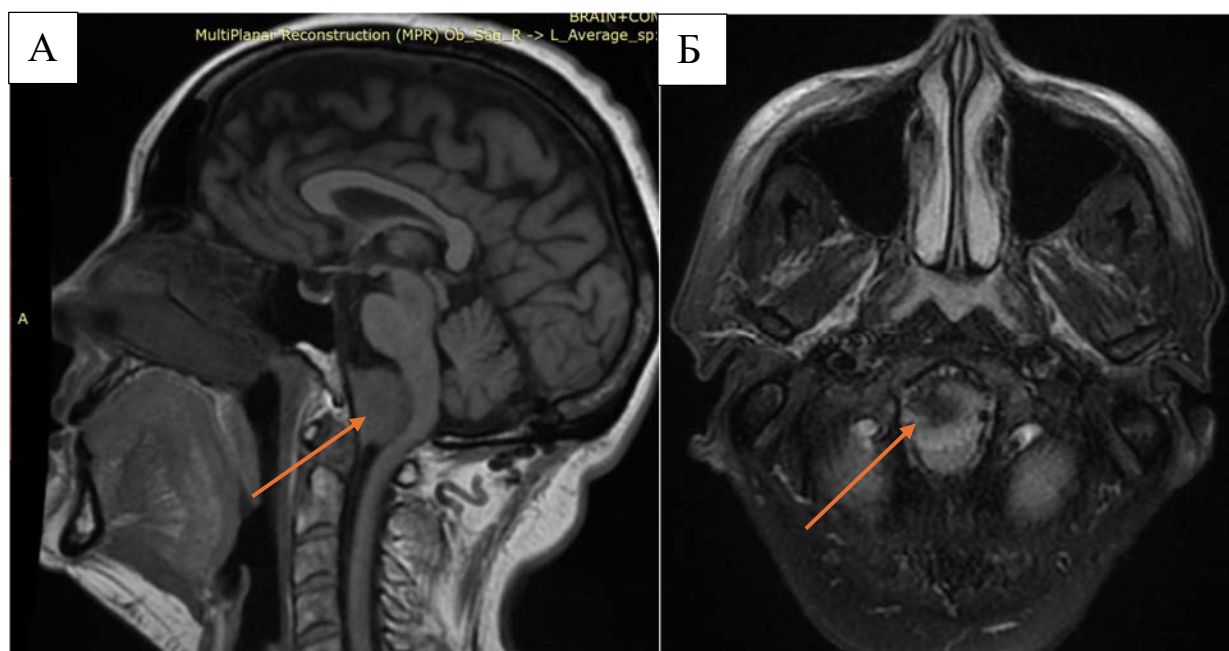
МРТ – изображения пациентки Б. в сагиттальном (А) и аксиальном (Б) срезах в режиме T2 Flair. Экстравентрикулярная опухоль (указана стрелкой) области кранио-вертебрального перехода с грубым смещением спинного мозга кзади
